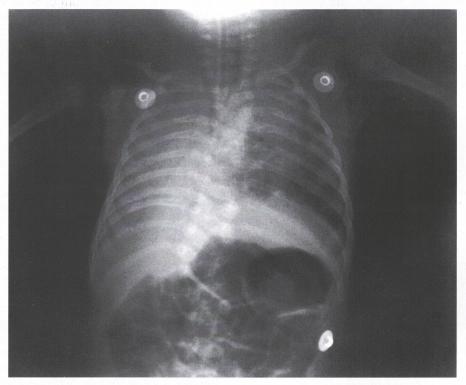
Radiografía de tórax. Se observa opacidad que compromete la totalidad del hemitórax derecho y signos de dextroversión cardiaca.
